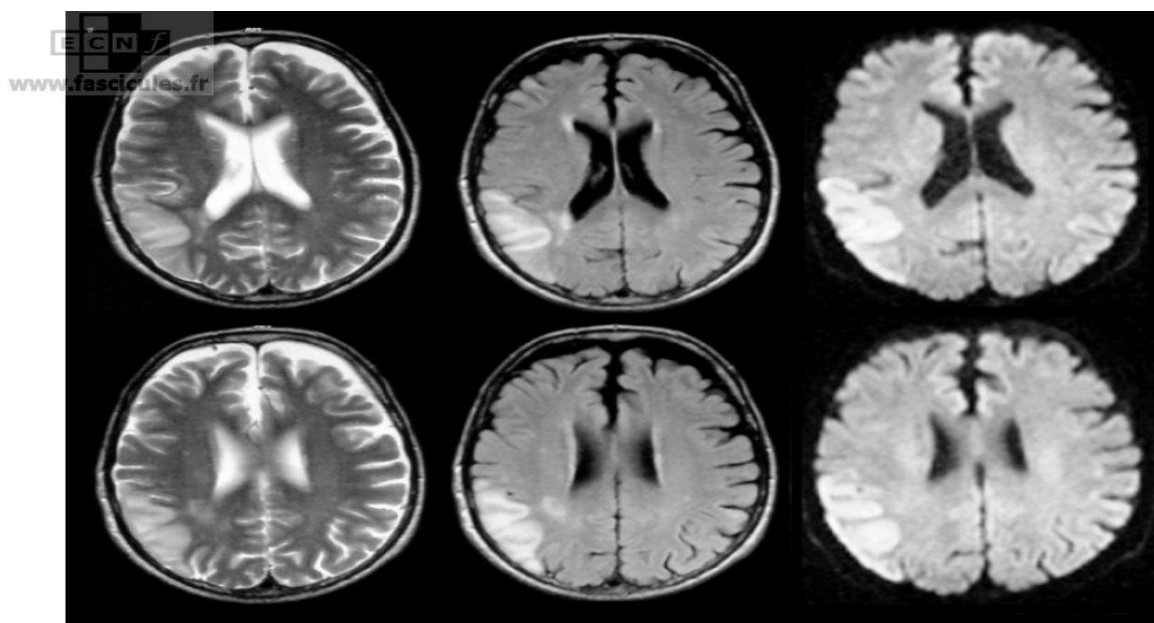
IRM-cérébrale : Accident-Vasculaire-Cérébral-sylvien-superficiel
